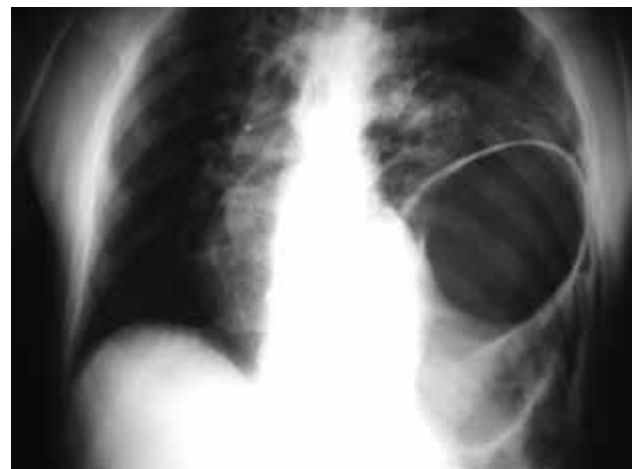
Radiografía de hernia diafrágica traumática.
